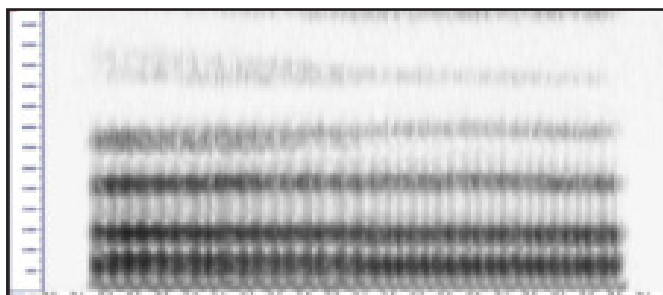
Sonograma de banda ancha (300 Hz / 5 ms).
